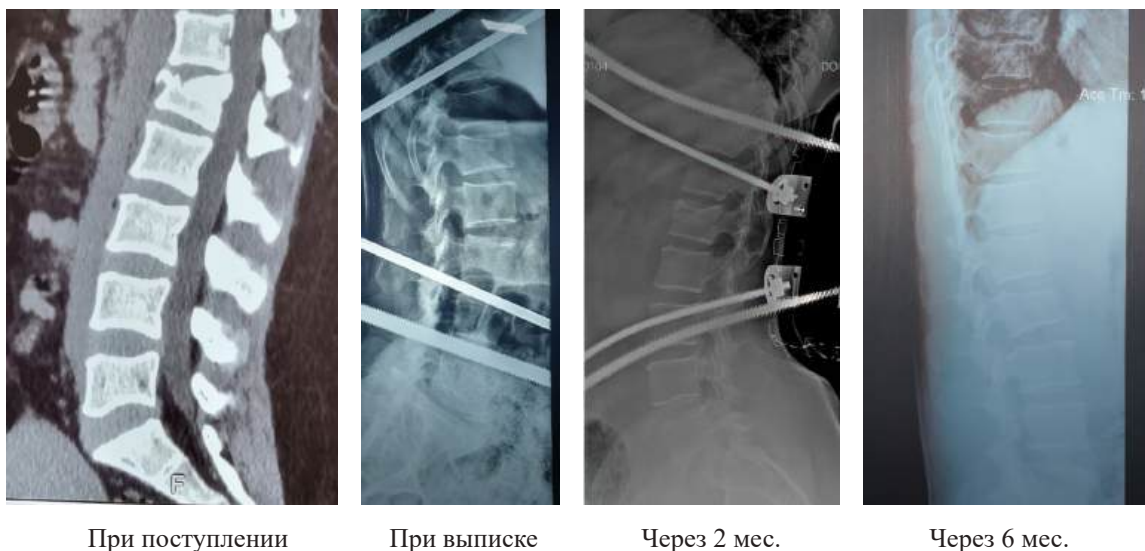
Рентгенограммы больного А.Х., 34 года при поступлении и на этапах лечения.
